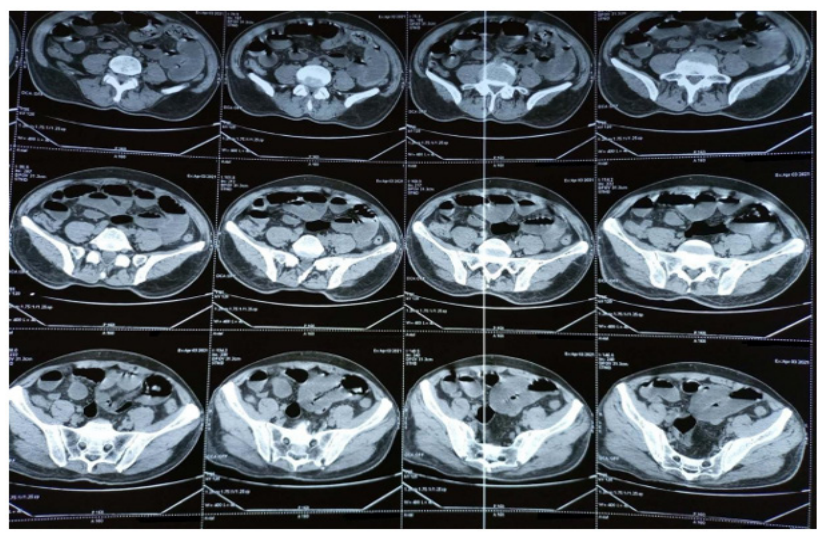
TDM montrant les NHA
